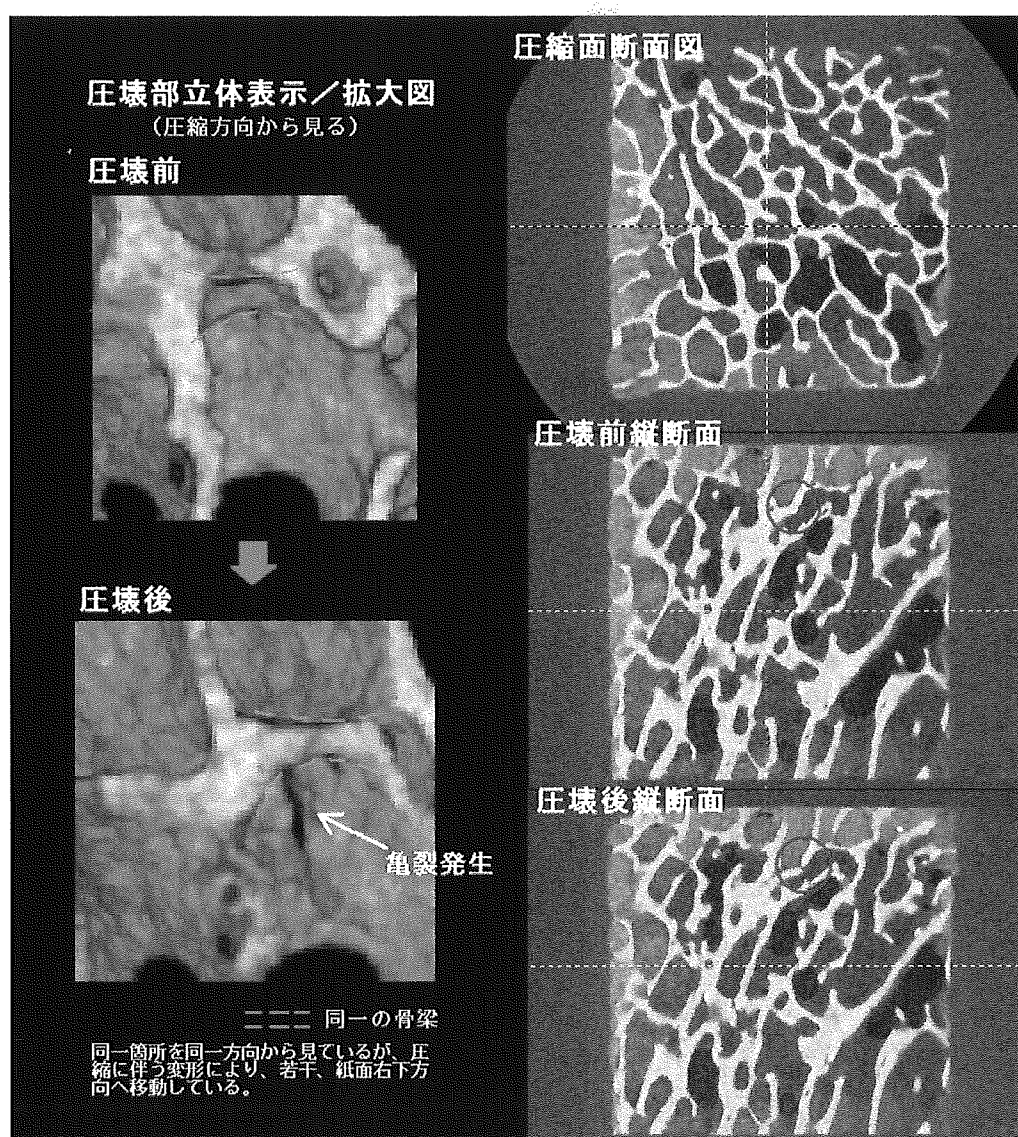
HIP023 圧壊部分マイクロ CT 画像
